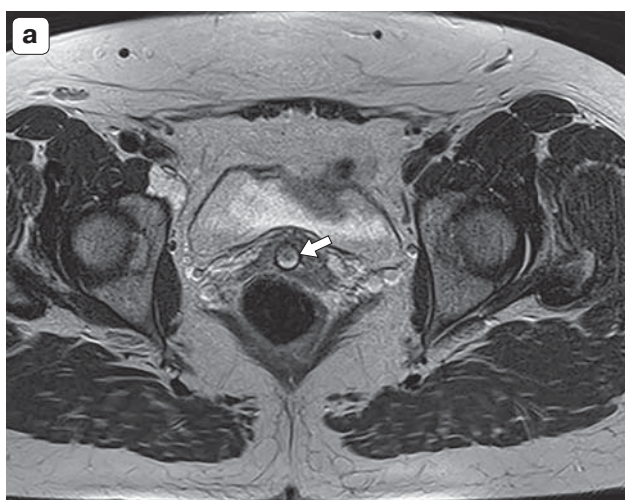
МР-томограммы у больных с опухолевым поражением верхней трети влагалища. а – T2ВИ в аксиальной плоскости с введенным во влагалище аппликатором (стрелка); б – T2ВИ в аксиальной плоскости (стрелка – аппликатор, тонкая стрелка – опухолевая инфильтрация). На обоих изображениях опухоль циркулярно инфильтрирует стенку влагалища и прилежащую клетчатку.
